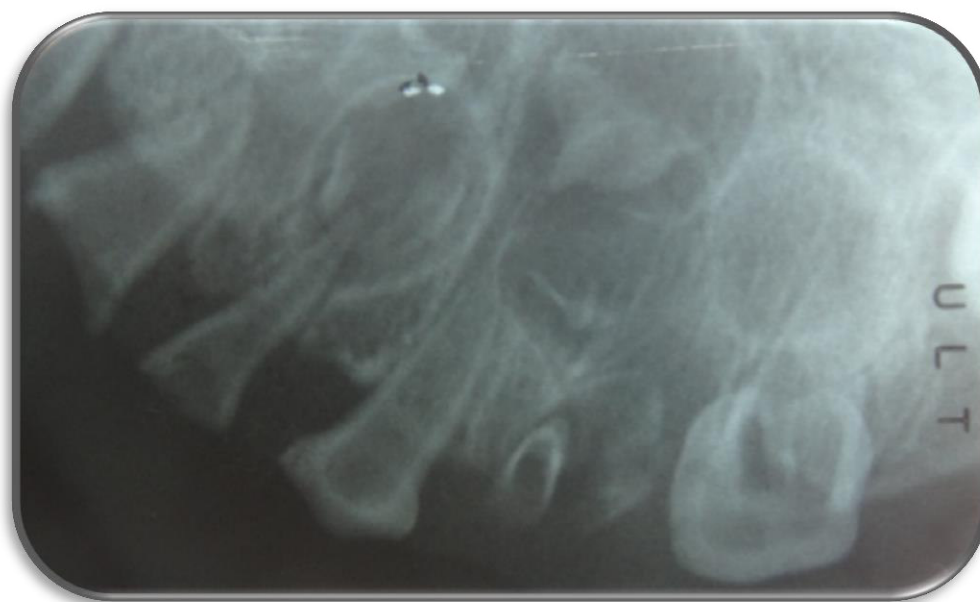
Radiografía Periapical de Pieza 64. 65
